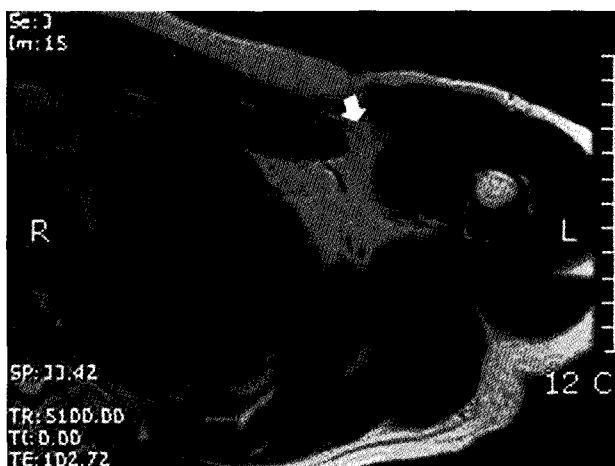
Axial T1-weighted MR image at the level of the proximal humerus. The pectoralis major tendon is detached medially from the normal insertion site and attenuated (white arrow). Adjacent area of white arrow reflect hematoma and fatty infiltration.
